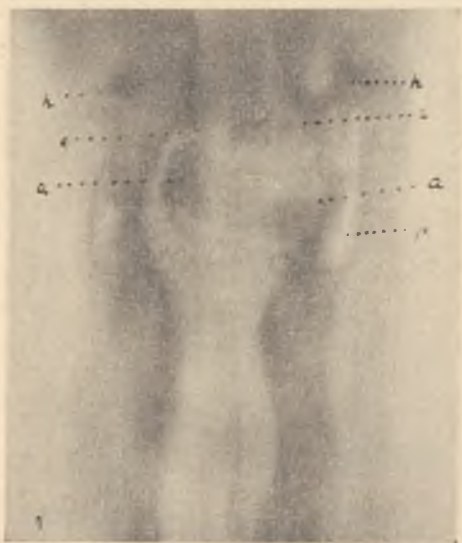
Chłopiec lat 16 N. St. Tomografia gardła dolnego i krtani *h*: zarysy kości gnykowej, *e*: nagłośni, *a*: chrząstki nalewkowej, *p*: zatoki gruszkowatej.
